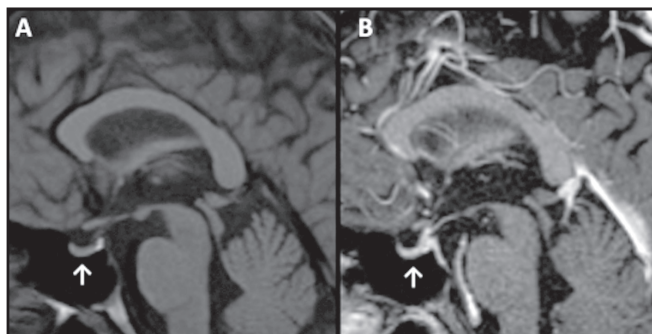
Resonancia magnética de cerebro, (A) Corte sagital T1, y (B) Corte sagital en T1 con contraste: se observa una hipófisis de tamaño pequeño para la edad.
